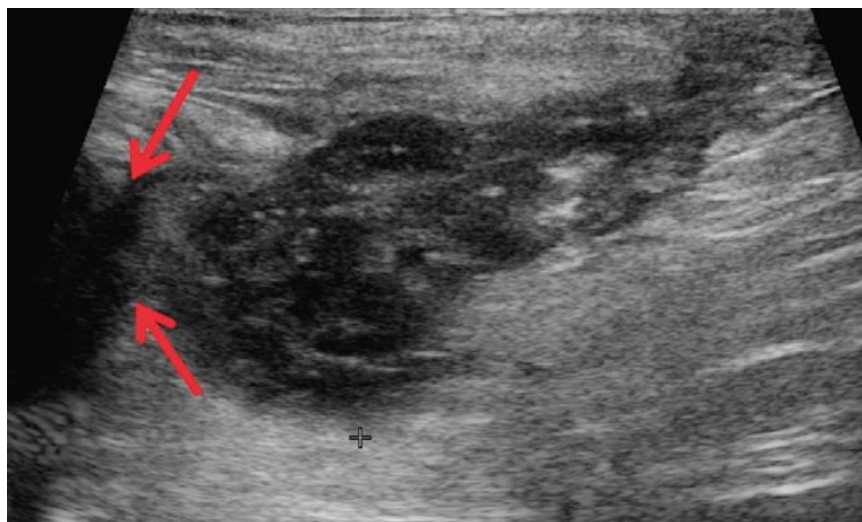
УЗИ картина острого парапроктита
